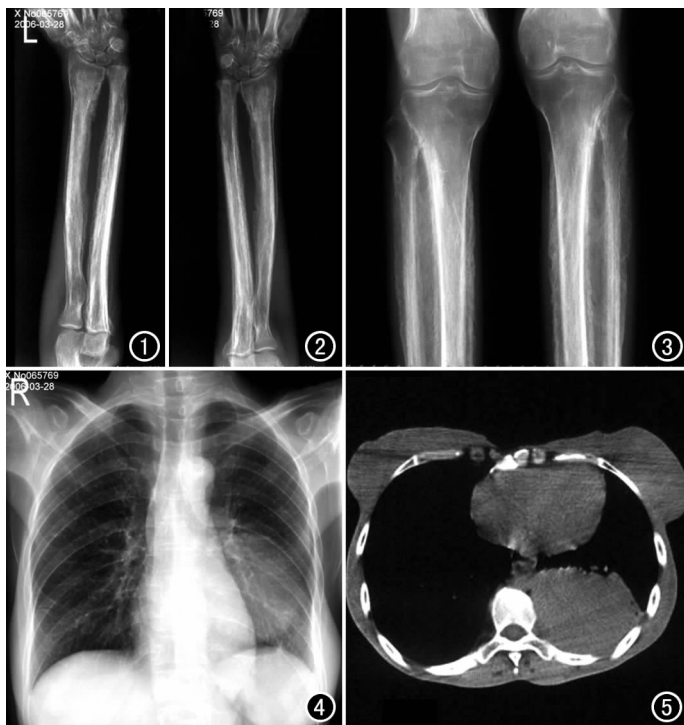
双侧尺桡骨骨干广泛呈层状骨膜增生, 以骨干中段最为明显, 两端较轻。图 2 增生骨膜与骨干皮质间有透亮间隙, 同时也有增生骨膜与皮质融合, 无透亮间隙。图 3 股骨远端, 胫腓骨近端肌腱附着处骨膜增生明显。图 4 胸片见双侧锁骨近肩峰端骨膜增生, 左肺中、下野心缘旁一约 9 cm×5 cm 类圆型致密影, 边缘清晰。图 5 胸部 CT 检查示左下肺一巨大团块状致密影, 边缘清晰、光整, CT 值 20~30 HU。
